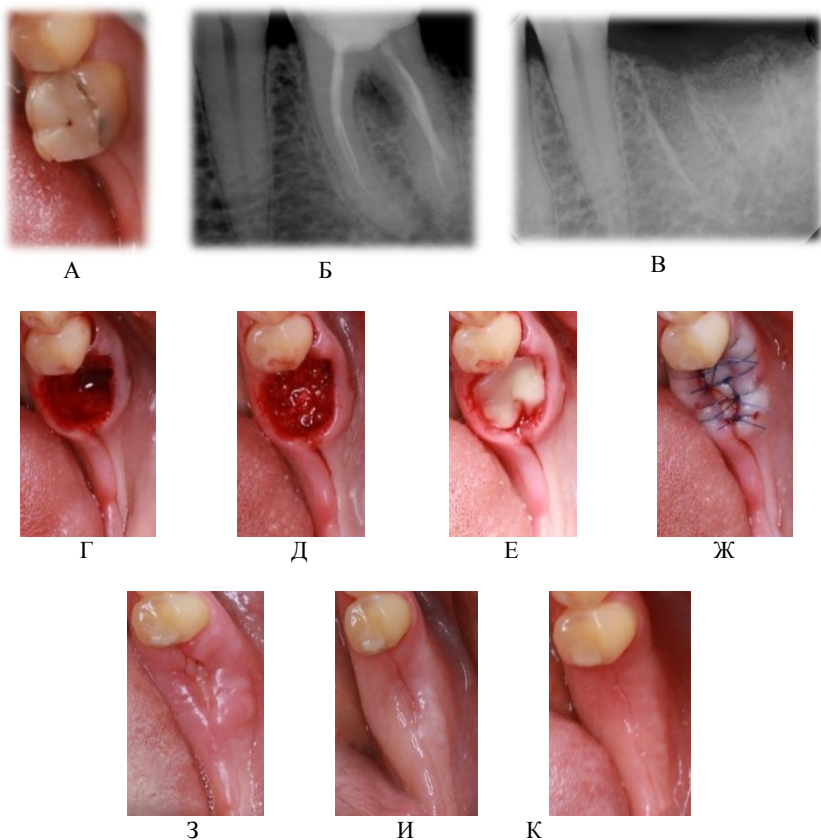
Клинический пример 2: исходная клиническая картина (А), внутриротовая контактная рентгенограмма зуба 4.6 (Б), лунки зуба 4.6 через 3 месяца (В); лунка удаленного зуба (Г); остеопластический материал, смешанный с препаратом гиалуроновой кислоты — Гиалрипайер и богатым тромбоцитами фибрином (Д); уложена А-PRF мембрана (Е); фиксирована швами (Ж); состояние на 7 сутки (З); состояние через 1 месяц (И); состояние через 3 месяца (К).
